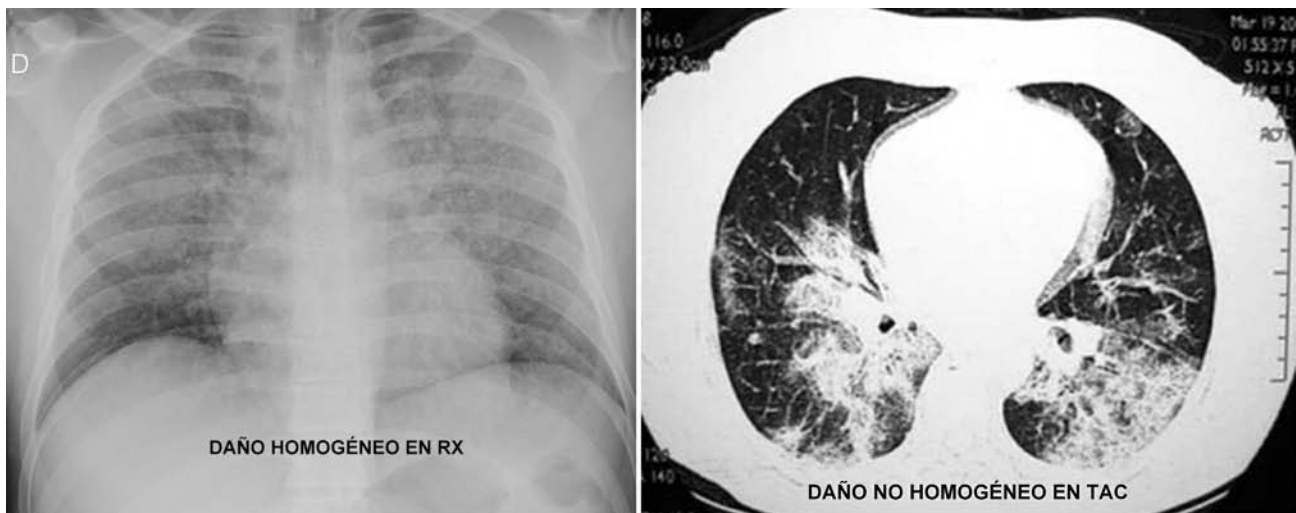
RX de tórax y TAC de un paciente con diagnóstico con SDRA
